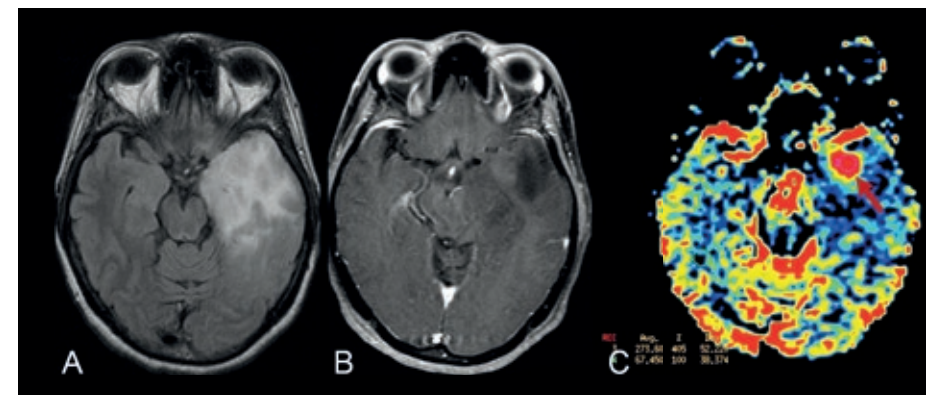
Astrocitoma. Imagens axiais FLAIR (A), T1 pós-Gd (B) e mapa de perfusão rCBV (C). Lesão expansiva temporal esquerda sem impregnação pelo Gd. O foco de elevação do rCBV no polo temporal (seta em C) deve ser apontado como foco de eleição para biópsia estereotáxica, pois se correlaciona com as áreas de anaplasia em meio a uma lesão com reconhecida heterogeneidade histológica.*
